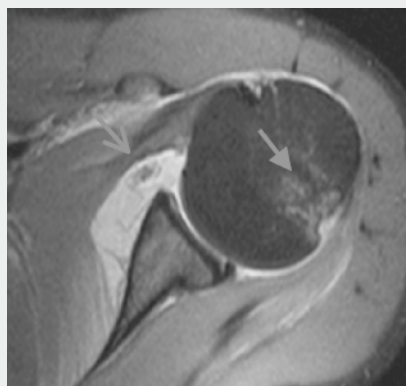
◀ MRT, PDw FS axial, Bankart-Läsion mit Dislokation des anterior-inferioren labroligamentären Komplexes vom Glenoid mit extraartikulärer Kontrastmittelausbreitung nach ventraler Gelenkkapselruptur und Hill-Sachs-Läsion dorso-lateral
